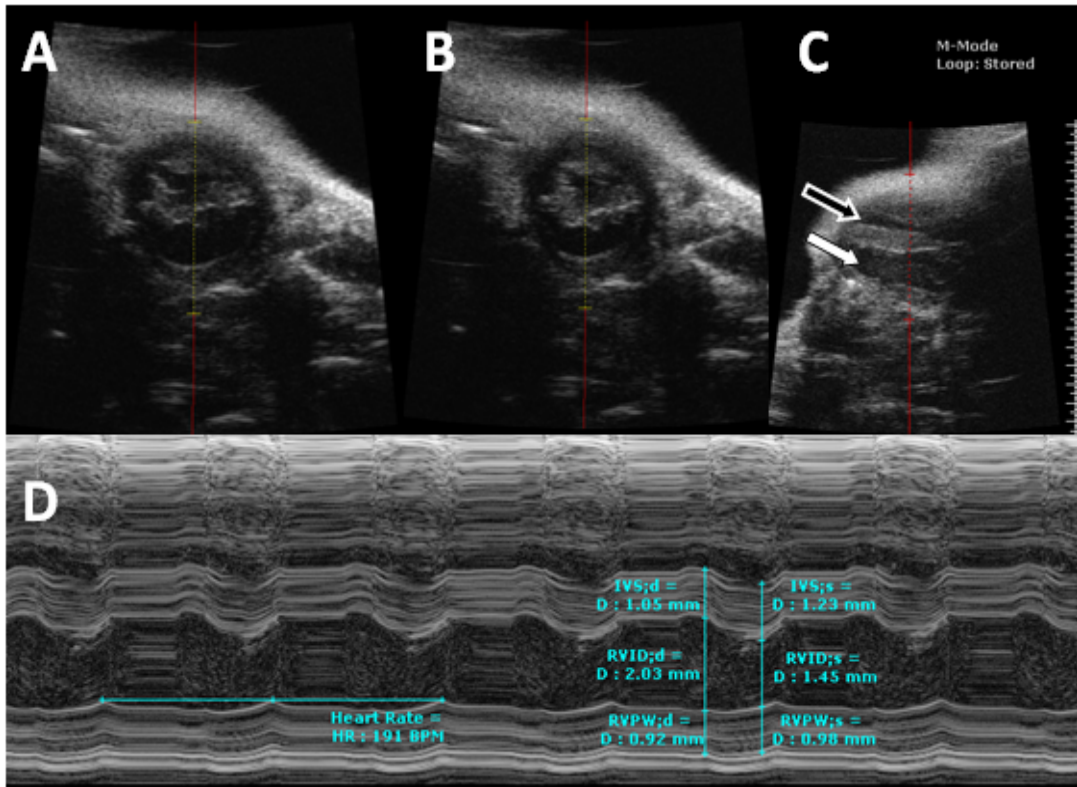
Imagens do enxerto cardíaco cervical por ecocardiografia. Imagens (modo B) do enxerto cardíaco cervical no eixo curto durante a diástole (A) e a sístole (B). Imagem no eixo longo, onde o ventrículo direito encontra-se com volumes aumentados e inferior (seta branca) em relação ao ventrículo esquerdo (seta escura). No modo M (D), foram avaliados o espessamento do septo interventricular e da parede posterior do ventrículo direito, além do diâmetro cavitário, tanto no final da diástole (no ponto de máximo diâmetro) quanto no final da sístole (no ponto de máxima excursão da parede posterior associado ao menor diâmetro interno cavitário). A frequência cardíaca também foi medida, usando-se o traçado do modo M. Todos os valores foram apresentados como a média de 3 mensurações, usando técnica e fórmulas convencionais para o cálculo da fração de encurtamento (FEnc) e da fração de ejeção (FE).
